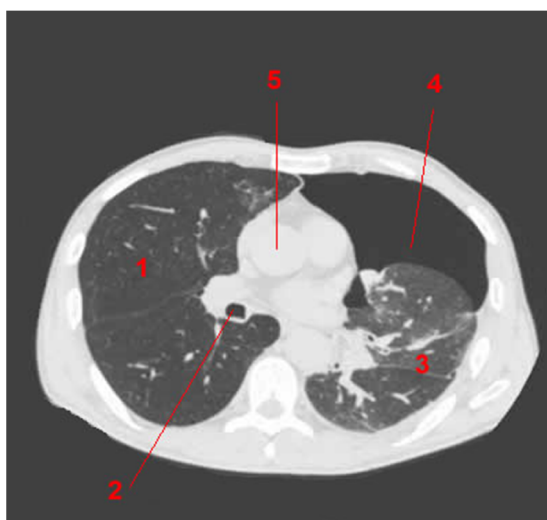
TDM thoracique objectivant en 1.poumon droit, 2.bronche droite, 3.poumon gauche, 4.pneumothorax
